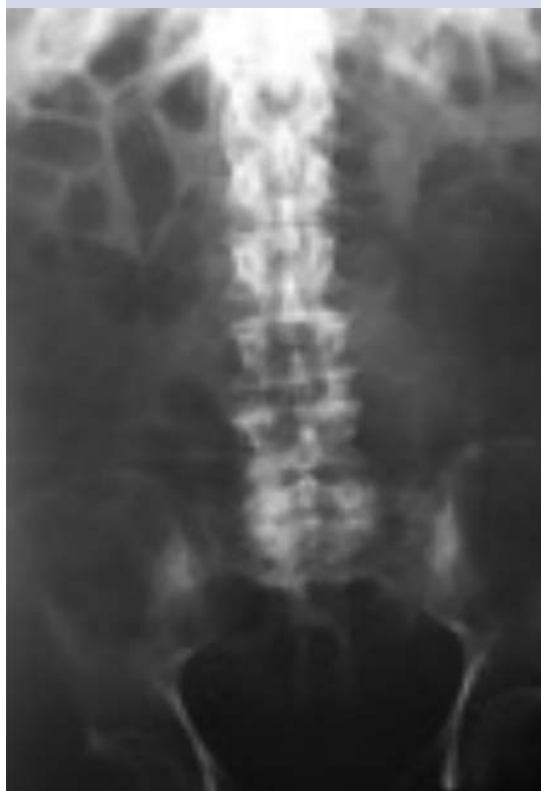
Radiografía de control sin evidencia de gas en la pared vesical. Curación de la cistitis enfisematosa.
